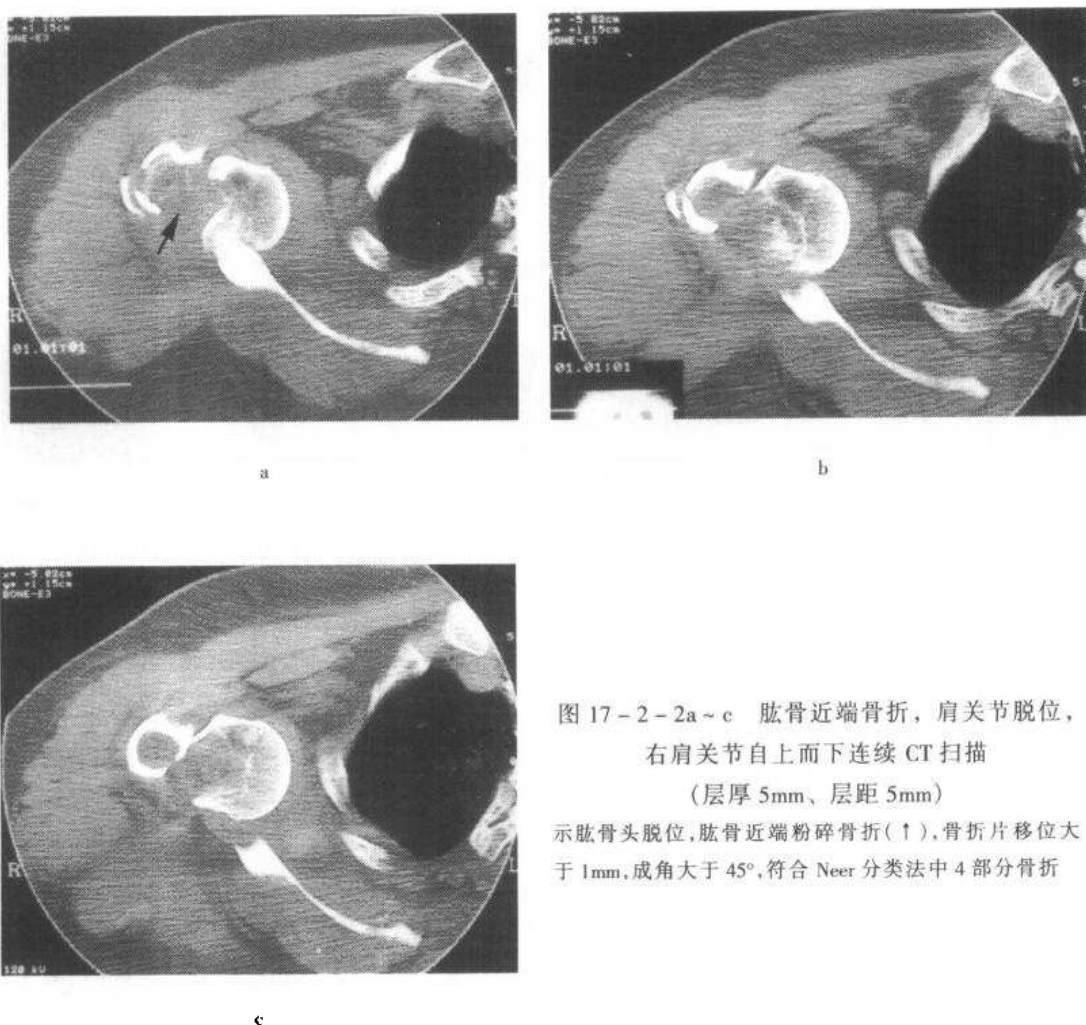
~c 肱骨近端骨折，肩关节脱位，右肩关节自上而下连续 CT 扫描（层厚 5mm、层距 5mm）
